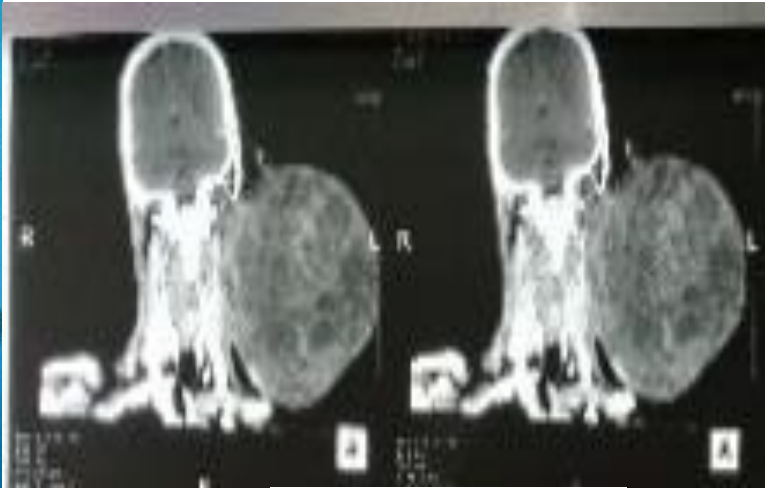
Aspect TDM Coupe coronale
